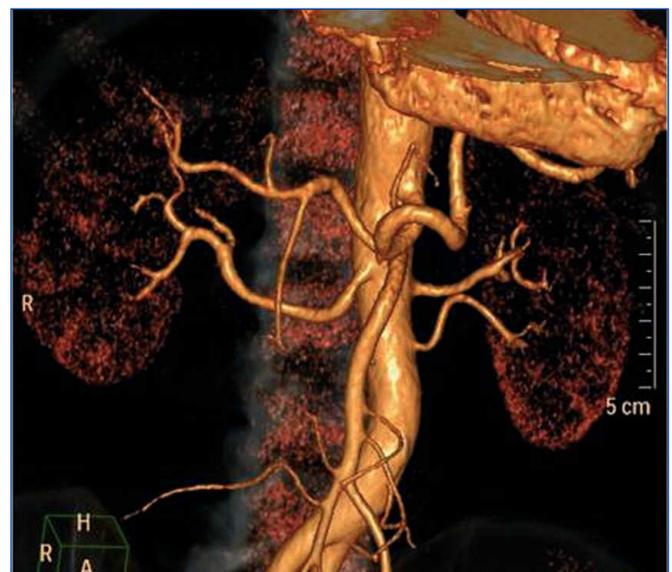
Angio-TAC antes de la DNSR. Presencia de polar inferior en riñón izquierdo.
